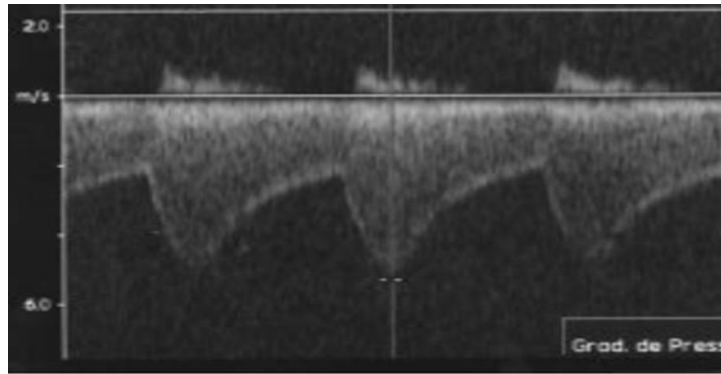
Doppler continu : aspect typique de flux systolo-diastolique dans une CoA [25].
